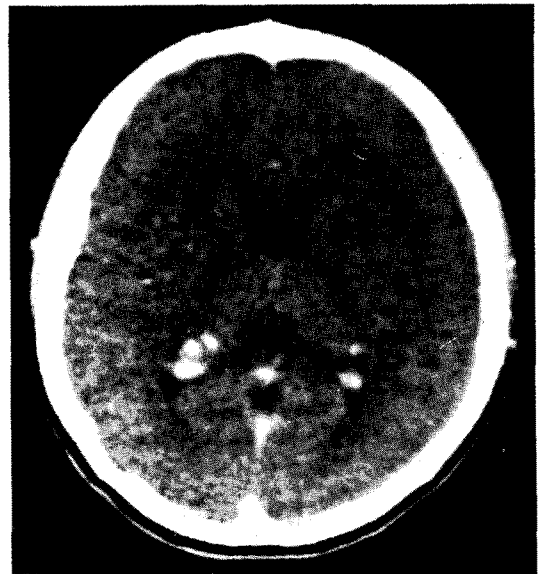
Brain CT: there are scattered nodular calcifications at cerebrum especially periventricular area (Case 2).
